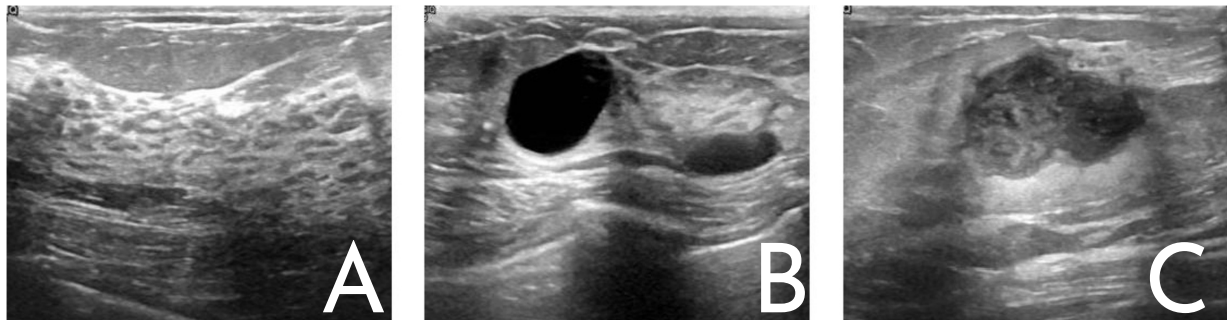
Comparativa de ultrasonido por hallazgo. A) Normal B) Benigno C) Maligno
